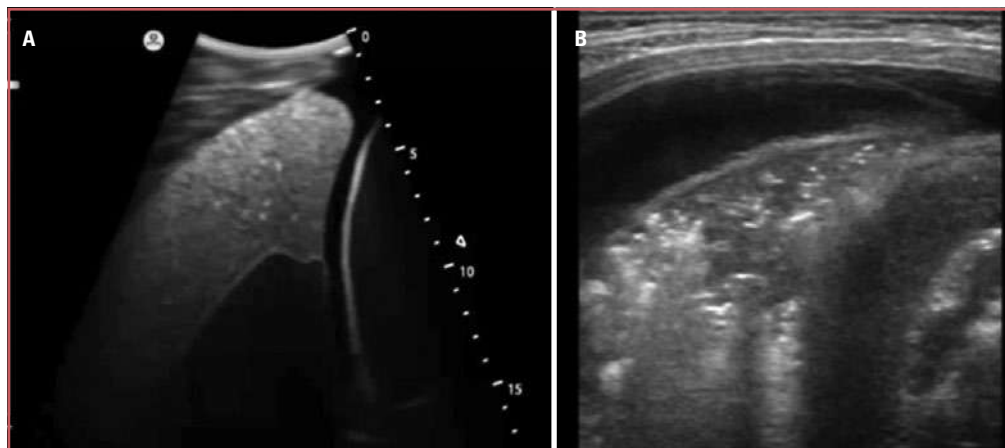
Consolidación pulmonar por ultrasonido, con broncograma y alveolograma aéreo. A: imagen de simulador. B: imagen con paciente real.
